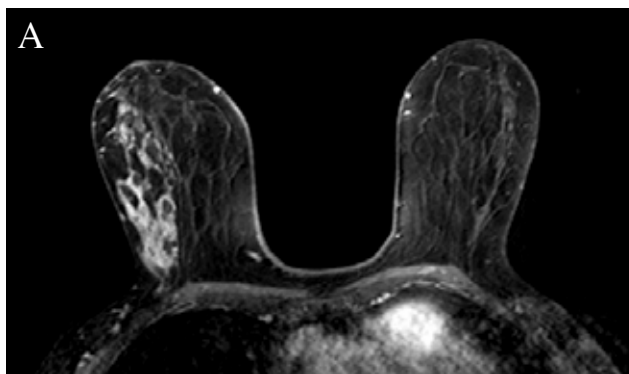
Estudio RM; A: T2, B: Estudio dinámico con contraste, C: T1, D: Estudio volumétrico. E: Sustracción.
